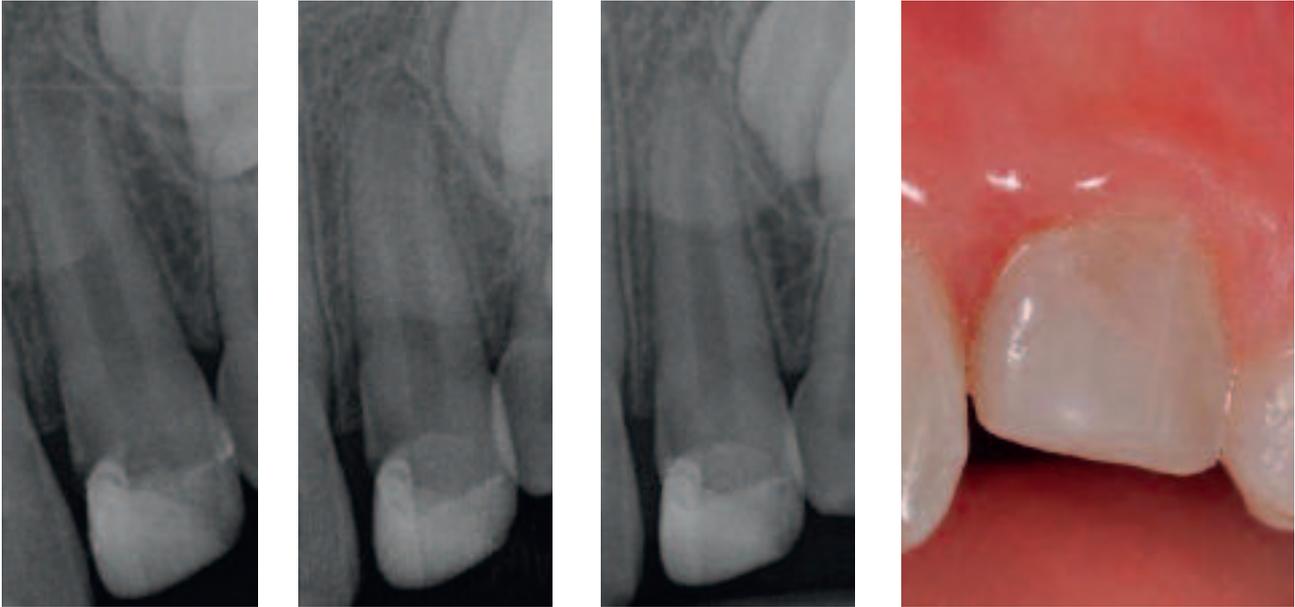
Radiographie de contrôle après le placement de Biodentine™ au contact de la pulpe.
